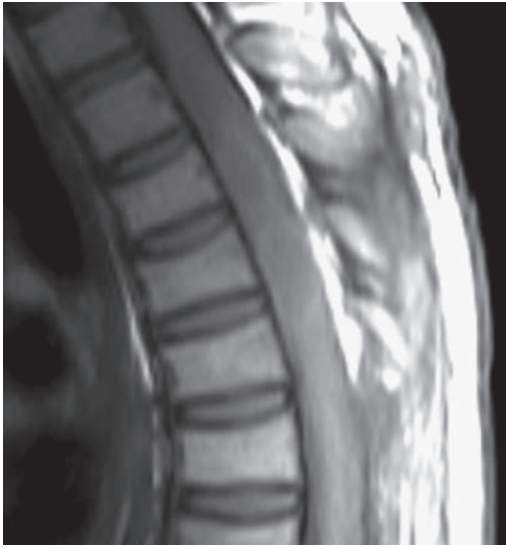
Sagittal T1W magnetic resonance imaging (MRI) shows two hypointense nodular lesions, with mild annular hyperintensity at T4–T6 levels.
